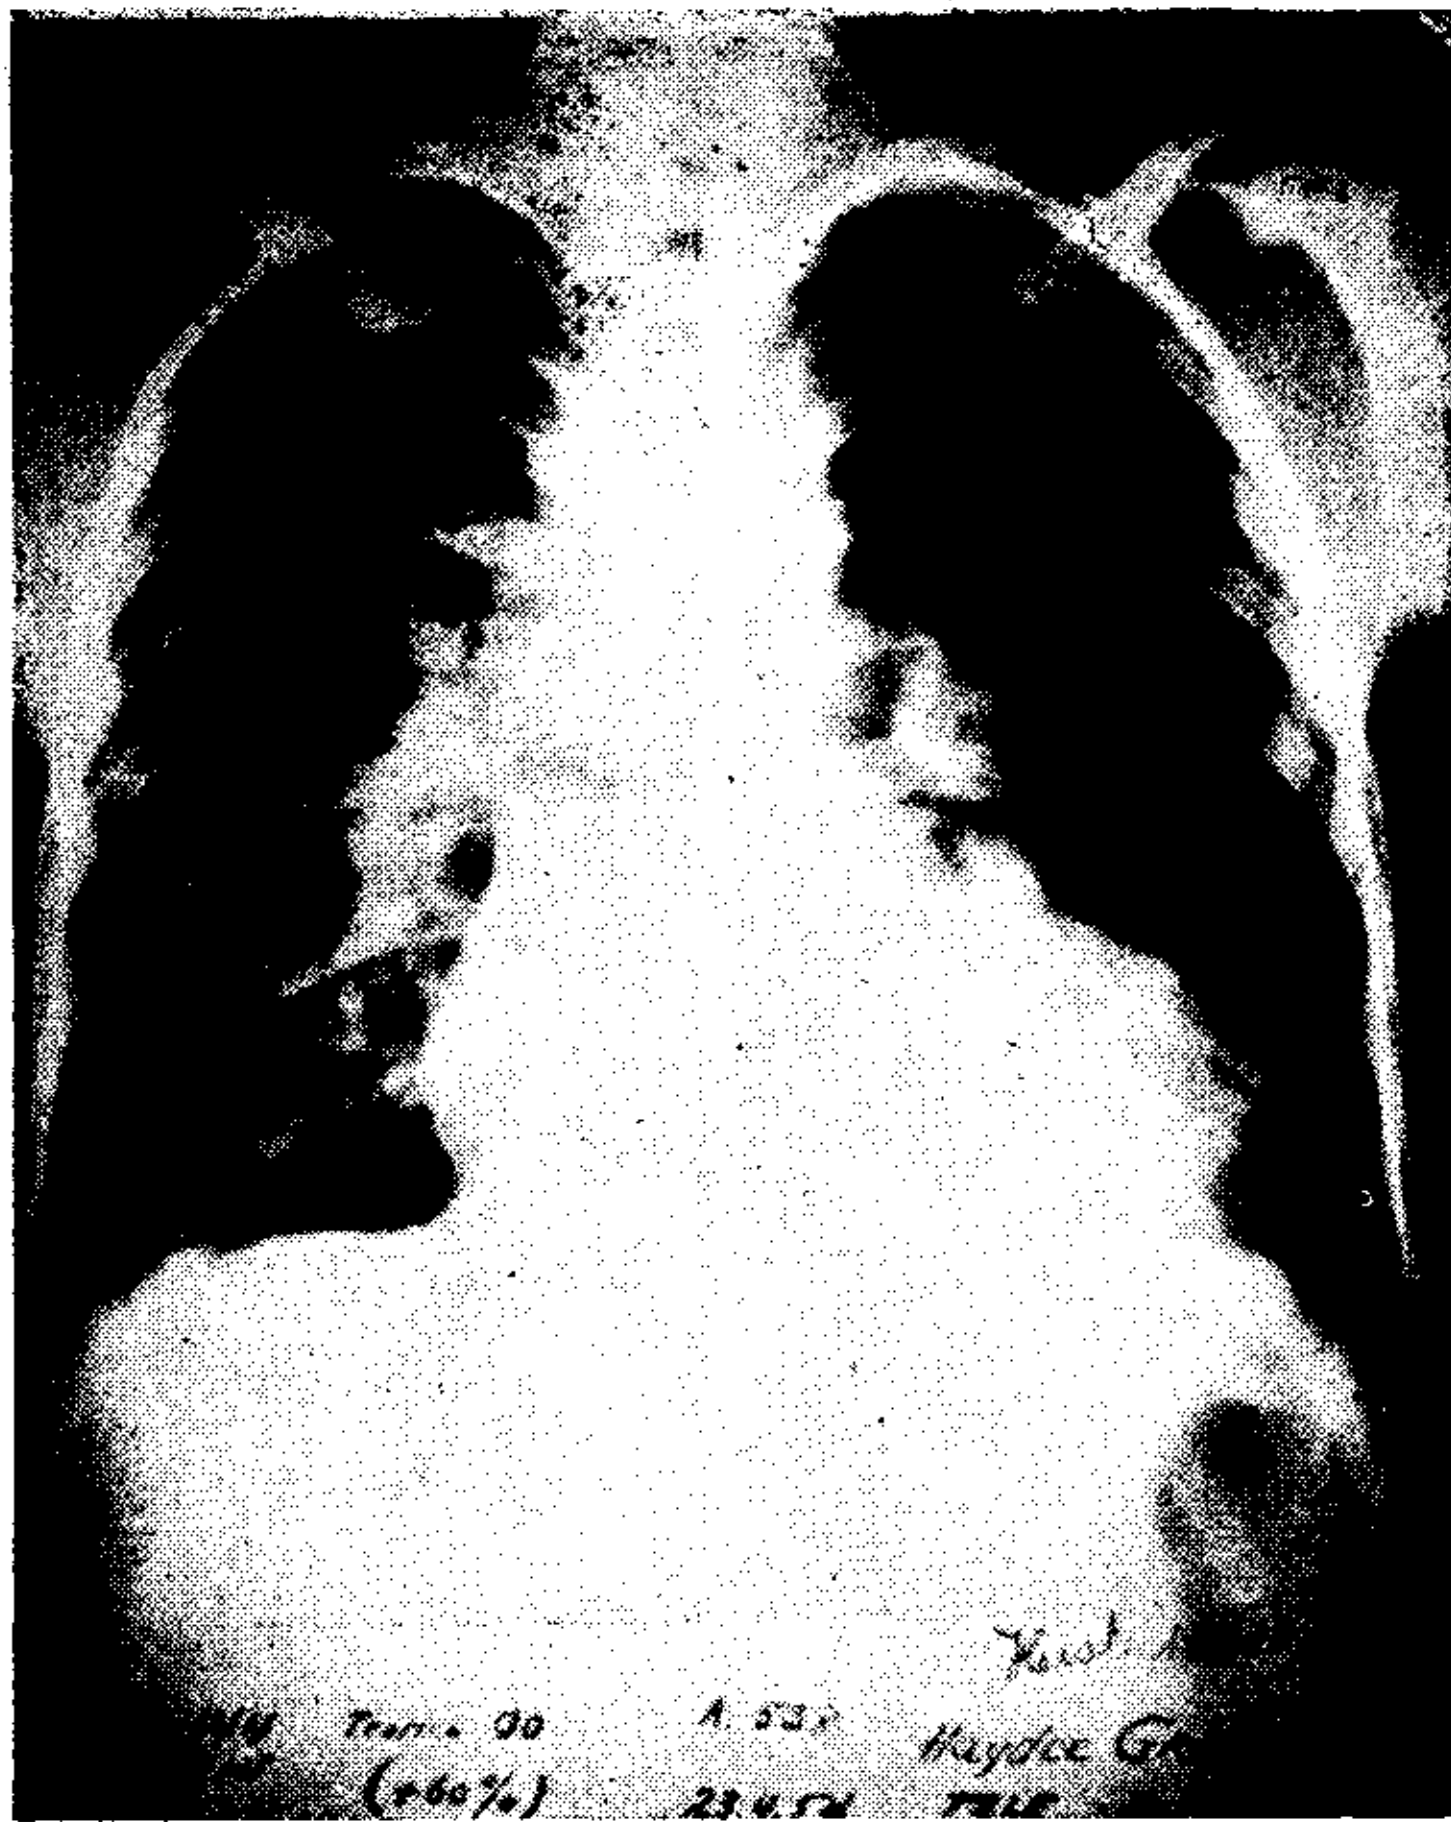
Telerradiografía en frontal.
